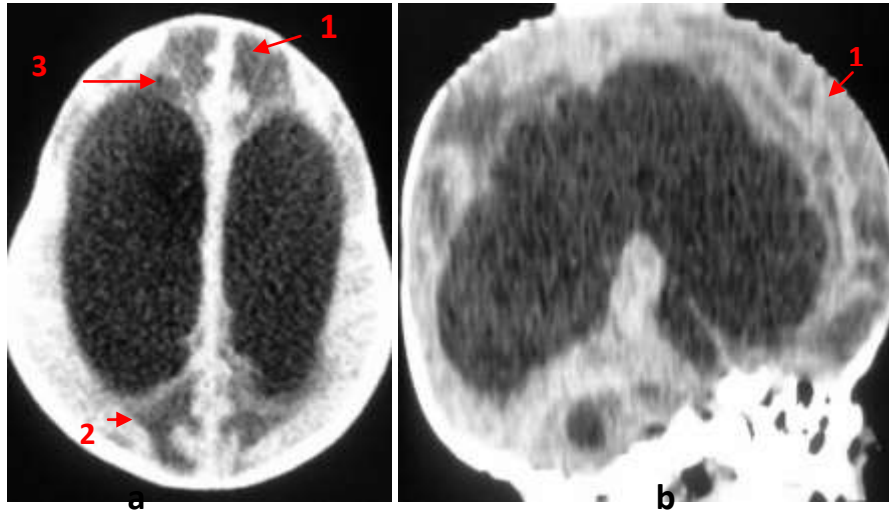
Lésions ischémiques à la TDM sans injection
